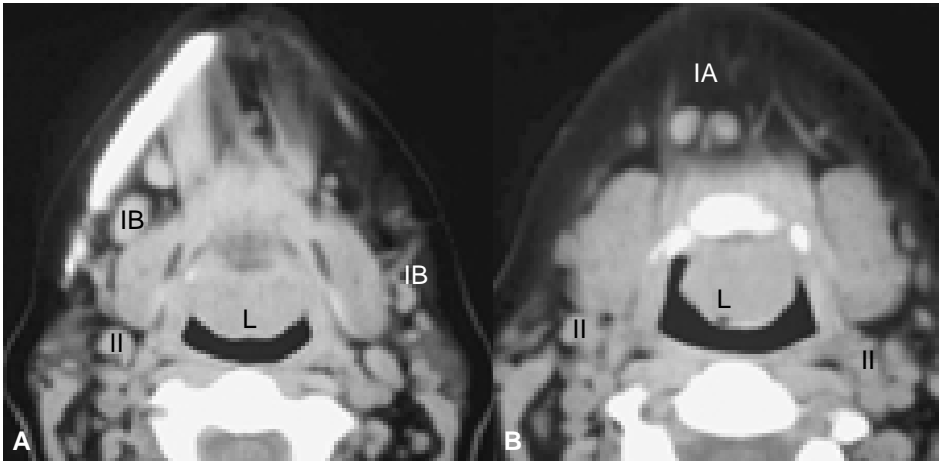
TC. LNH extraganglionar primario de la amígdala lingual (L) que obstruye las valléculas acompañado de linfadenopatías cuyo aspecto semeja ganglios reactivos en los niveles I A, I B, y II.
